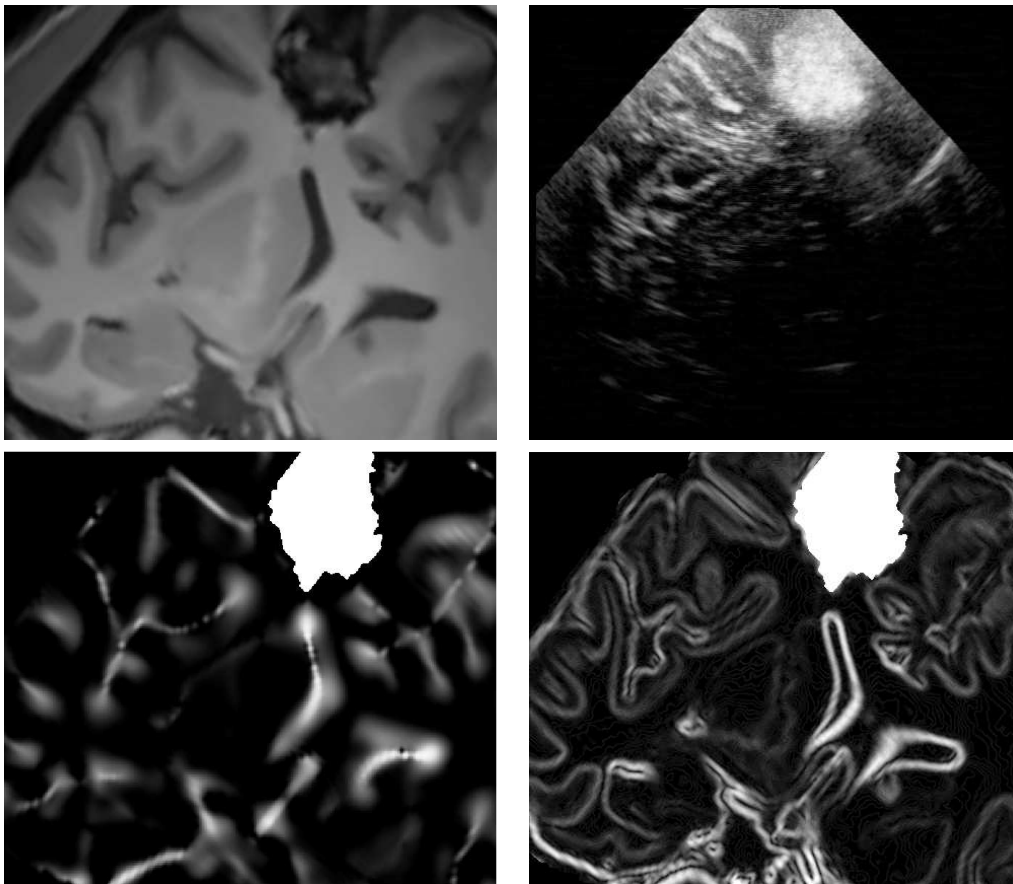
Top. Left : the denoising MR images. Right : the corresponding US images obtained with the registration performed by the neuronavigation system. Bottom. Left : the probability map based on  $Mlvv$  extracted from denoising MR image. Right : the same approach with gradient magnitude extracted from denoising MR image. Visually, the  $Mlvv$  is more specific to extract relevant structure of US image from MR image.
